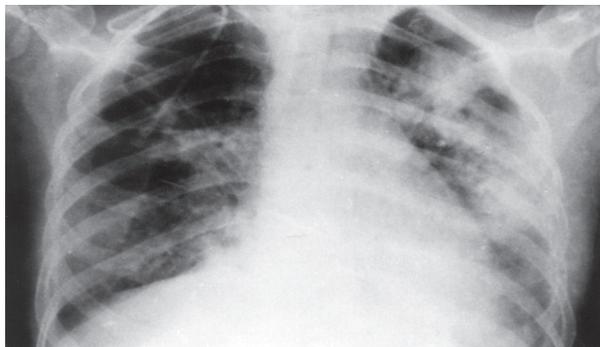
Рентгенограмма легких, II стадия ОРДС.
